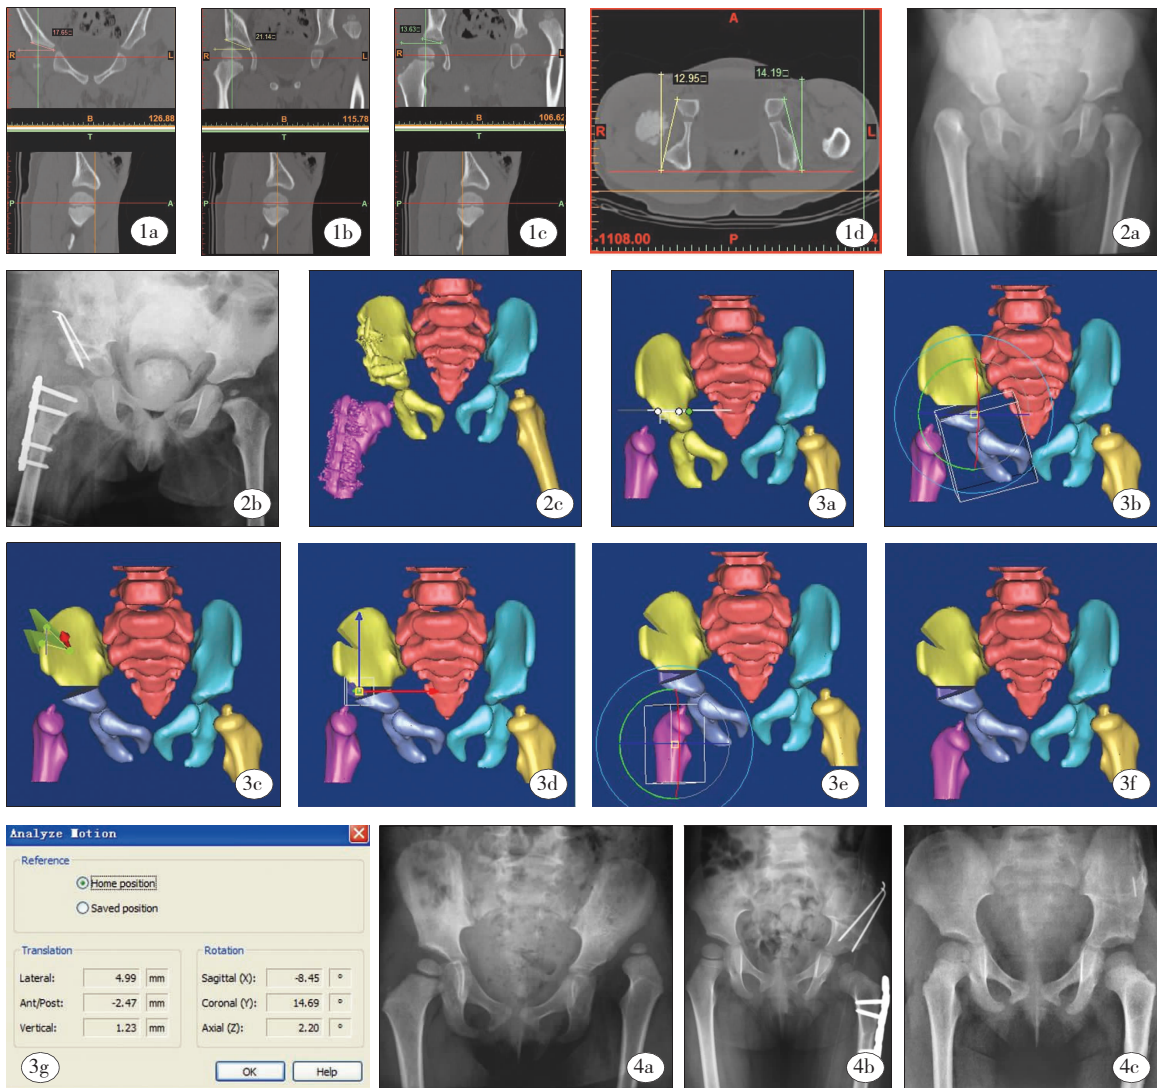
前髋臼指数; 1b: 中髋臼指数; 1c: 后髋臼指数; 1d: 髋臼前倾角 图 2a: 术前 X 线片; 2b: 术后 1 周 X 线片; 2c: 术后 1 周三维 CT 正面观; 图 3 a-f 为病例 1 详细的术前手术模拟操作过程。3a: 选择截骨平面进行髋骨的完全截骨; 3b: 将截骨远端向下、向外、向前旋转; 3c: 从髋骨上截骨三角骨块; 3d: 将三角骨块植入截骨断端; 3e: 将股骨近端移位于髋臼内并进行旋转; 3f: 模拟结束后新形成的髋臼及对股骨头的包容情况; 3g: 截骨远端矢状面向前旋转 8.45°, 冠状面向外旋转 14.69°, 横断面旋转 2.2° 图 4a: 术前 X 线片; 4b: 术后 3 个月 X 线片; 4c: 术后 1 年 8 个月 X 线片
